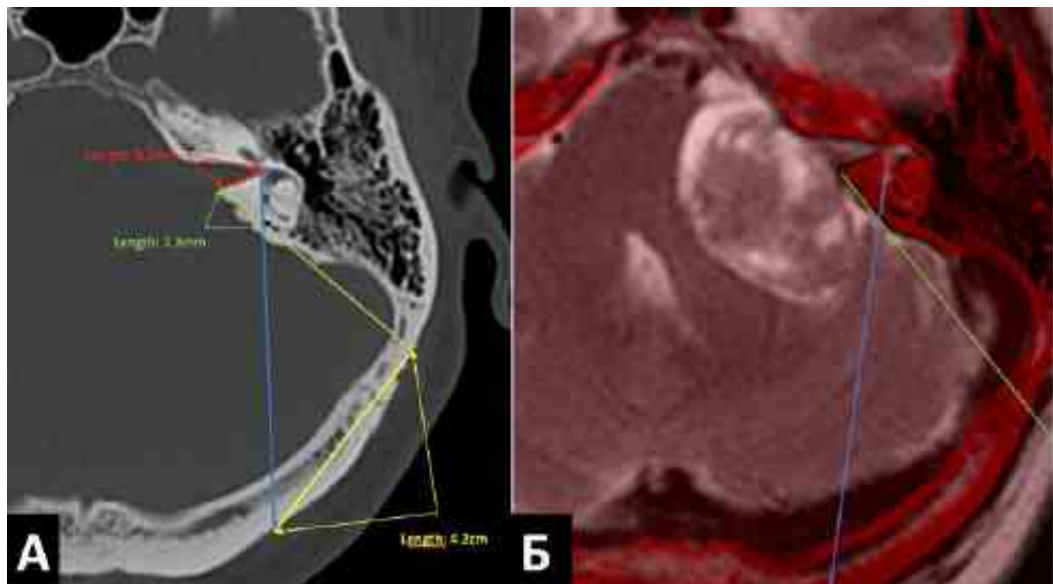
Передопераційне планування краніотомії та резекції латеральної стінки ВСП. А - КТ до операції. Б – співставлення/нашарування даних МСКТ та T2W МРТ зображень.
